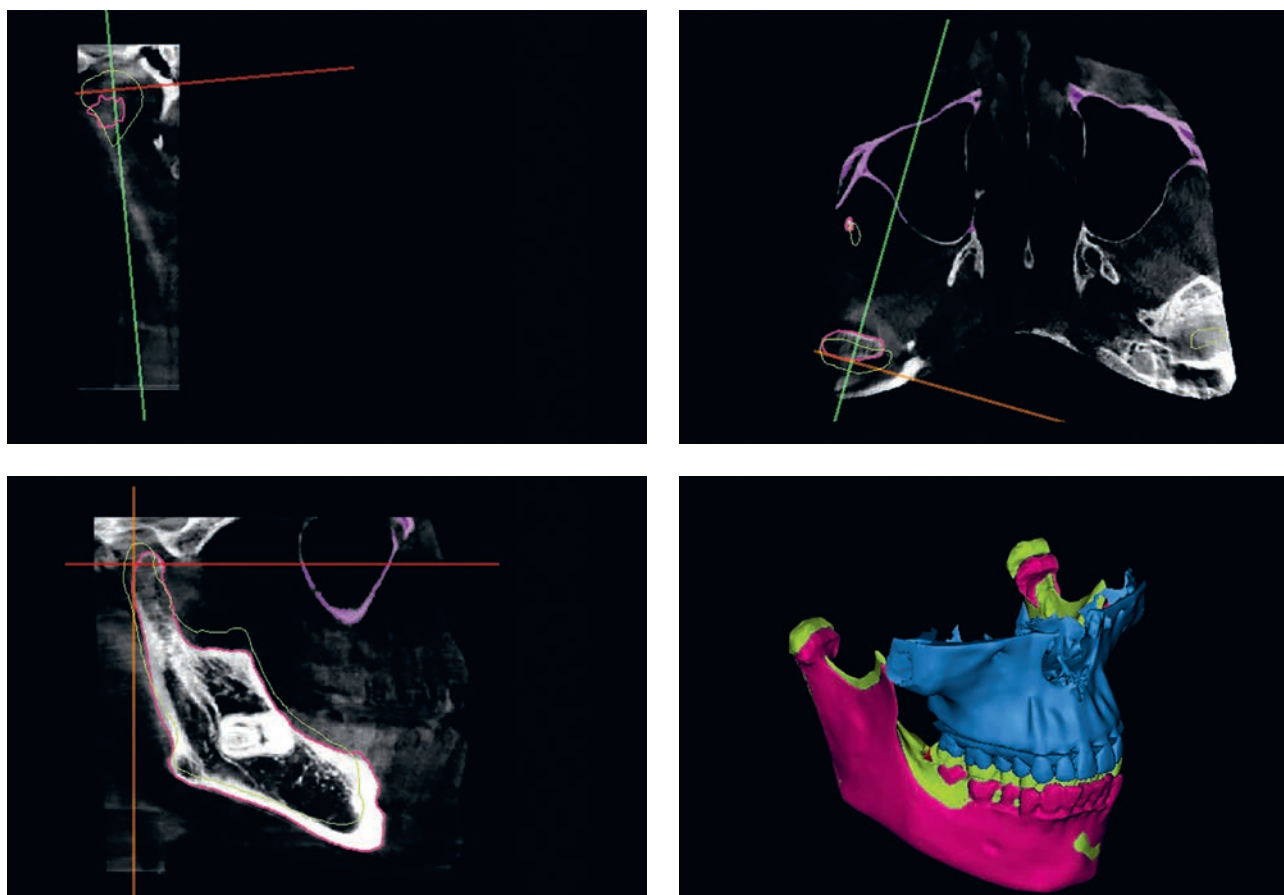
Анализ контуров правой суставной головки на срезах КТ-исследования в открытом и закрытом положениях
